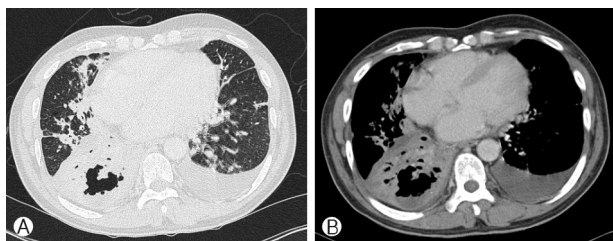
(A), (B) High-resolution chest computed tomography shows variable sized multifocal consolidations in both lungs, and a well-defined cavitary lesion in the right lower lobe.
